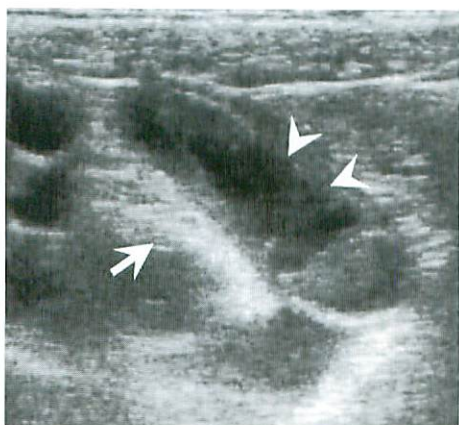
Perforated appendix. Longitudinal view in the right lower quadrant demonstrates an enlarged, non-compressible appendix. Note the indistinct echogenic submucosa (arrowheads) and the increased peri-appendiceal echogenicity (arrow). These sonographic findings suggest the presence of perforation.
